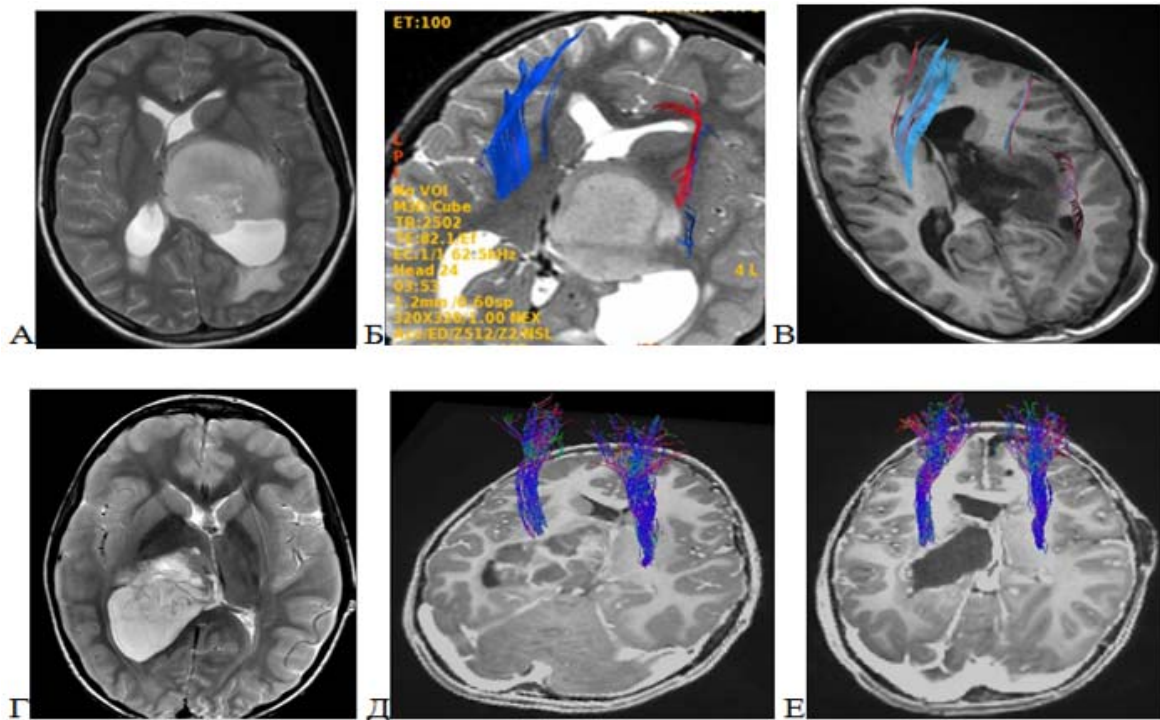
Диффузная срединная глиома, WHO grade 4, задних отделов левого (А-В) и правого (Г-Е) таламуса. А - МРТ головного мозга, Т1 последовательность с контрастным усилением в аксиальной проекции; Б - стандартная МР-трактография, Т2 последовательность в аксиальной проекции. КСТ смещен антелатерально; В – послеоперационная стандартная МР-трактография, Т1 последовательность в аксиальной проекции. Реконструкция КСТ красным и синим цветом. Субтотальное удаление опухоли затылочным межполушарным доступом; Г - МРТ головного мозга, Т2 последовательность в аксиальной проекции; Д, Е – CSD-HARDI МР-трактография, Т1 последовательность с контрастным усилением до (Д) и после (Е) операции в аксиальной проекции, КСТ отмечен синим цветом, смещен антелатерально. Околототальное удаление опухоли теменным трансвентрикулярным доступом
